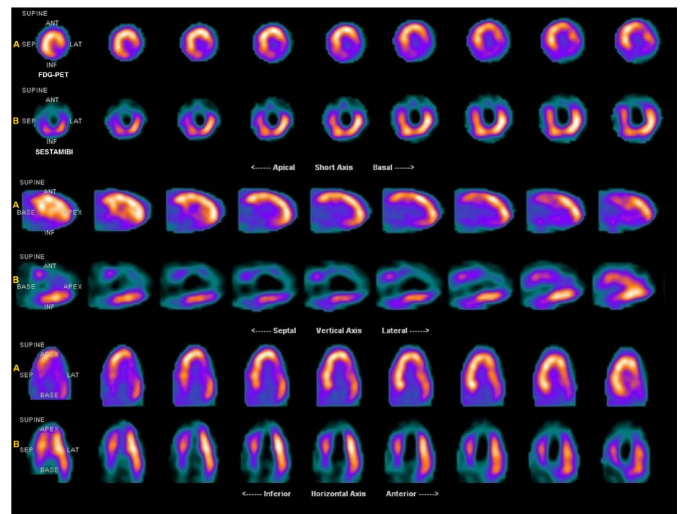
A- PET/CT com FDG- ^{18}F e B- Cintilografia com sestamibi- $^{99\text{m}}\text{Tc}$. No estudo metabólico observa-se metabolismo preservado na parede anterior e ápice. As imagens cintilográficas demonstram hipoperfusão acentuada nas paredes em questão.
